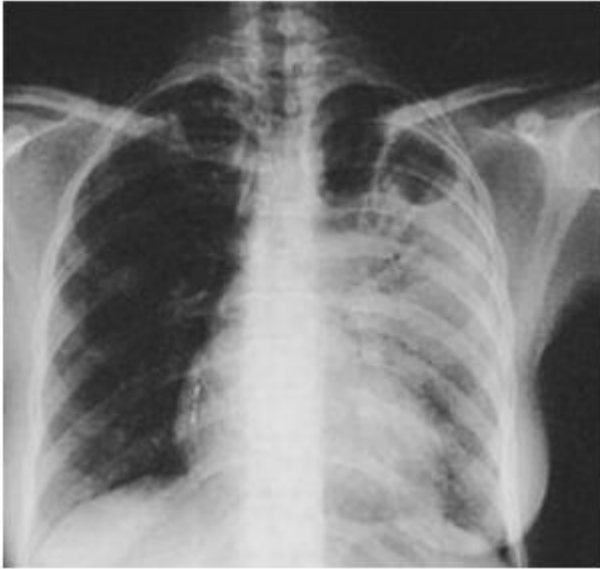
Озрна рентгенографія органів грудної клітки. Пряма проекція. Фіброзно-кавернозний туберкульоз лівої легені.
